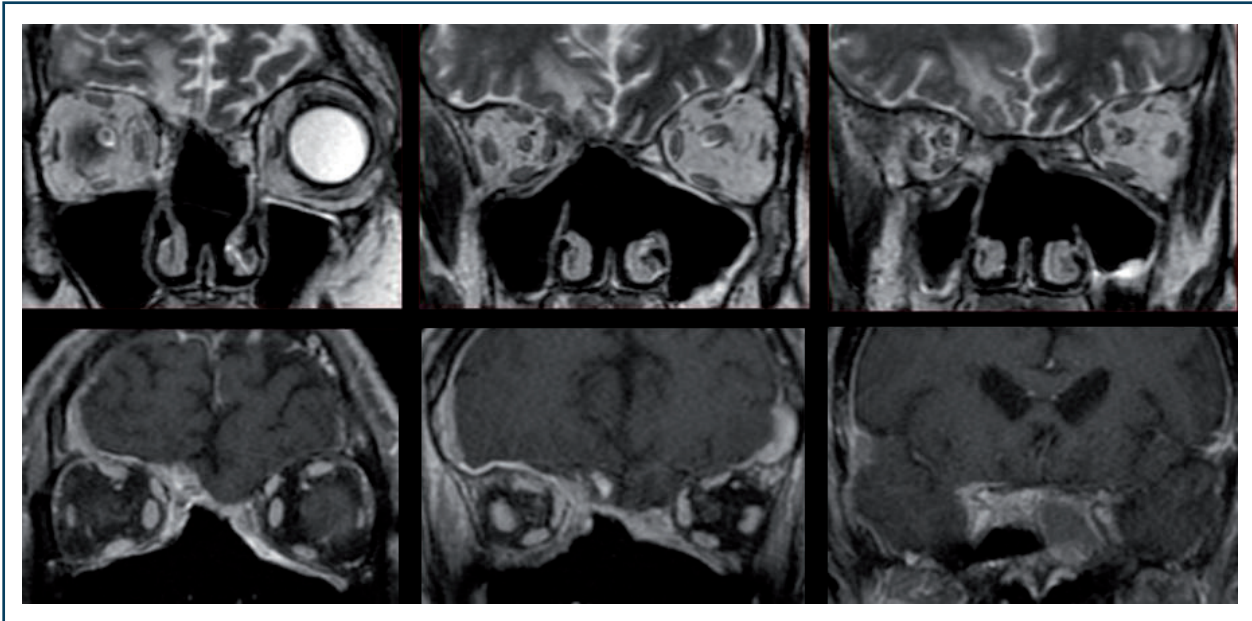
Carcinome adénoïde kystique de la fosse nasale droite. IRM pré-opératoire (colonne de gauche) et post-thérapeutique de suivi à sept mois (colonne de droite). Être attentif aux berges de la cavité d'exérèse, aux foramens et méninges adjacents, aux structures osseuses de la base du crâne: infiltration de la fente sphéno-palatine droite (rond) et du foramen rond droit (flèche), suspecte mais qui diminue dans le temps donc à surveiller mais rassurant.
